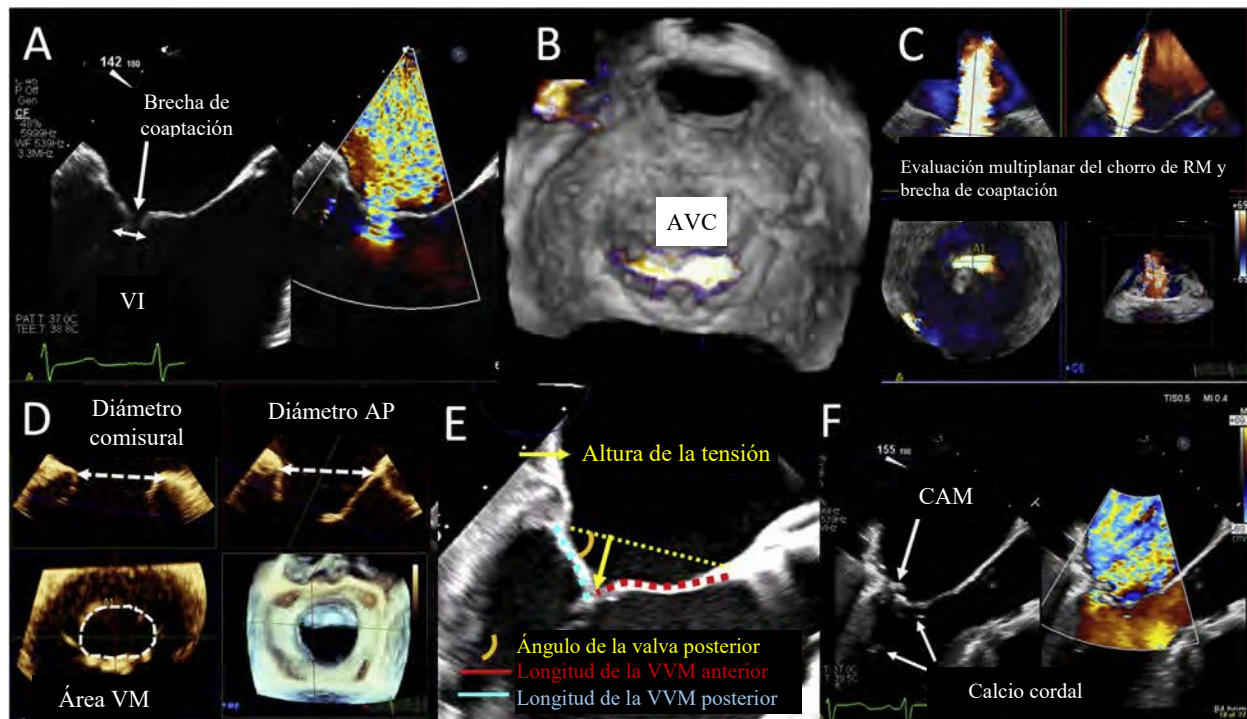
RM funcional. Los requisitos importantes de obtención de imágenes para la RM funcional incluyen determinar el tamaño de la brecha de coaptación y resurgir el diámetro de la vena contracta del chorro de RM (A). El Doppler color tridimensional permite una evaluación rápida de la forma del orificio de la vena contracta y la planimetría del área de la vena contracta (AVC), que a menudo es elíptica (B) y la medición del AVC (C). Las imágenes tridimensionales también son esenciales para evaluar las dimensiones anulares y el área (D) no solo para cuantificar la gravedad regurgitante, sino también para evaluar la capacidad adecuada para los dispositivos transcáteteres. El análisis de la capacidad de reparación, así como la evaluación del riesgo de obstrucción del TSVI, requiere la medición del ángulo de izquierda a derecha, las longitudes de las valvas y la altura de dicho ángulo (E). La relación entre el TSVI y las estructuras subvalvulares o valvulares debe evaluarse tanto en la diástole como en la sístole (F). AP: anteroposterior; VI: ventrículo izquierdo; CAM: calcio anular mitral; VVM: valva de la VM.
